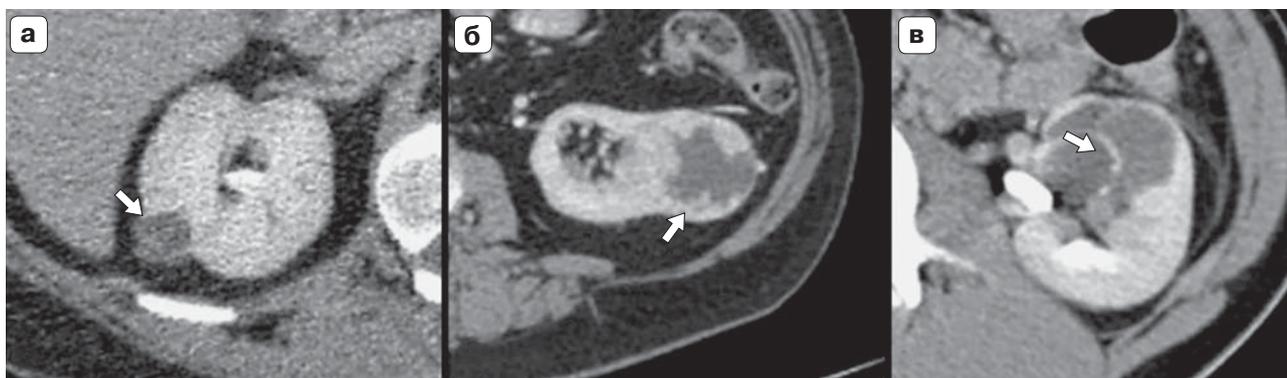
КТ органов брюшной полости. а – кистозное образование почки с множественными перегородками (стрелка) в структуре (ПКР); б – кистозное образование почки (стрелка) без перегородок (ПКР); в – кистозное образование почки (стрелка) с единичной перегородкой (простая киста).
